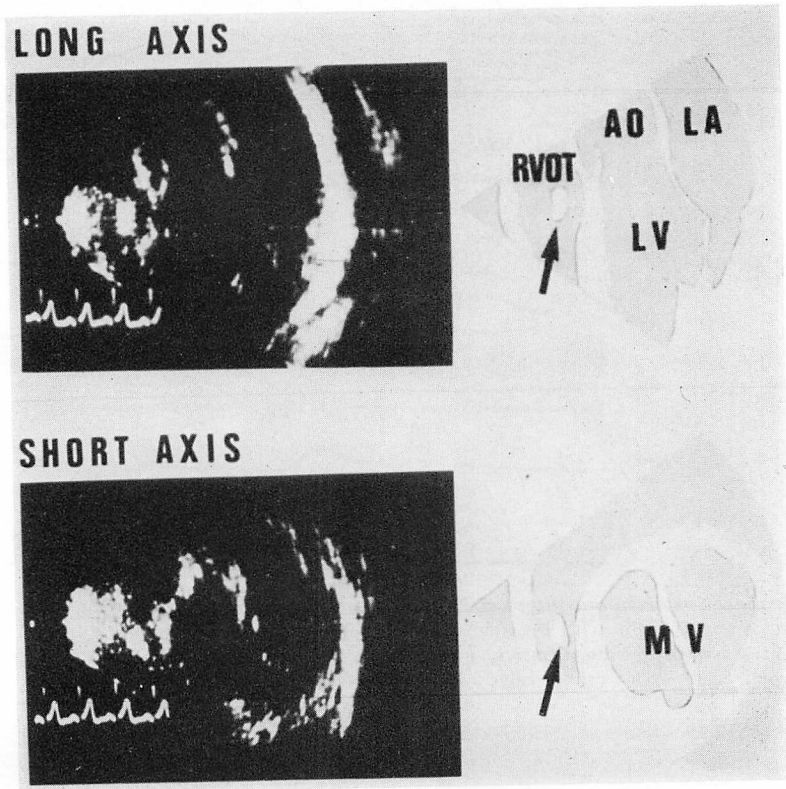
Preoperative ultrasono-cardiotomograms (UCT) along the long and short axis of the heart.
